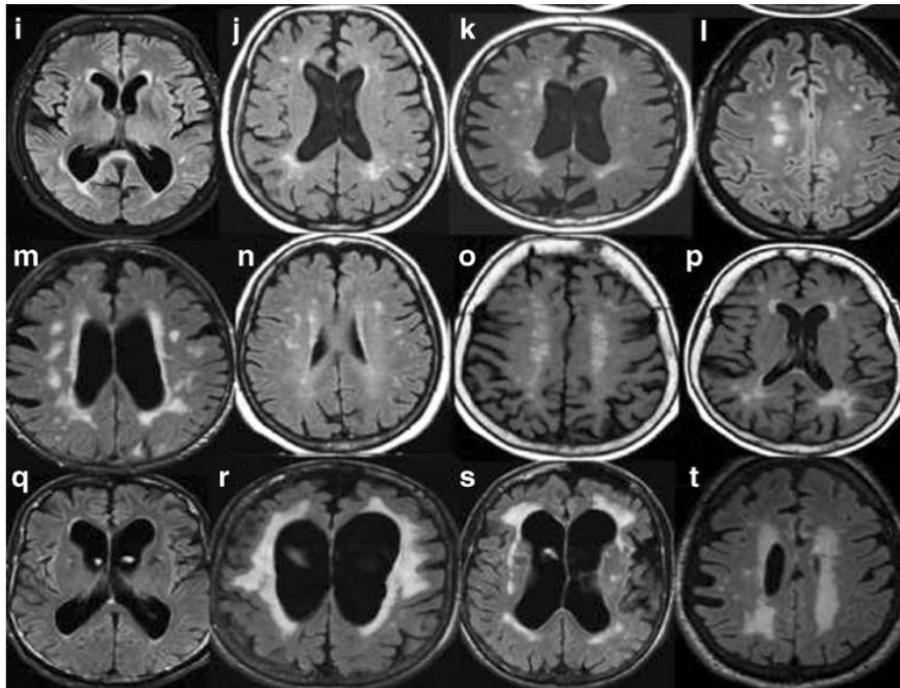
MRI sequence otak, T2, dan FLAIR pada tingkat sistem ventrikel menunjukkan leukoaraiosis. A-B) Lesi hiperintens ringan terlihat sebagai fokus kecil, menyebar, kabur – Skor Fazekas 1. C-D) Lesi sedang terlihat sebagai fokus yang menyebar dan menyatu dengan intensitas sinyal abnormal di sekitar ventrikel dan di area subkortikal – skor Fazekas 2 . E-F) Lesi leukoaraiosis parah terlihat sebagai fokus hiperintens konfluen dan disebarluaskan – skor Fazekas 3 (Marek M,2018)
